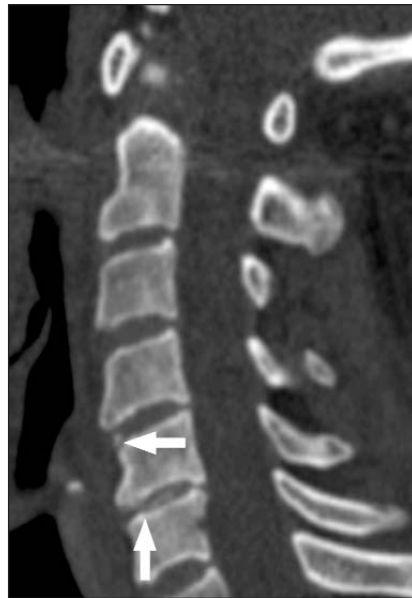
КТ ШОП: ХК межпозвоночных дисков C_{IV-V}, C_{V-VI} (стрелки)
